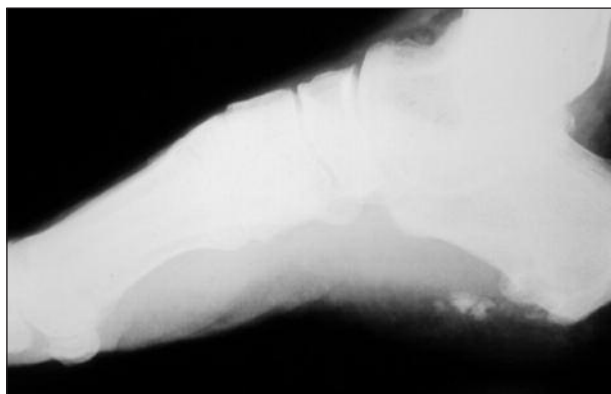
Radiografía de perfil. Calcificación de la fascia plantar.
